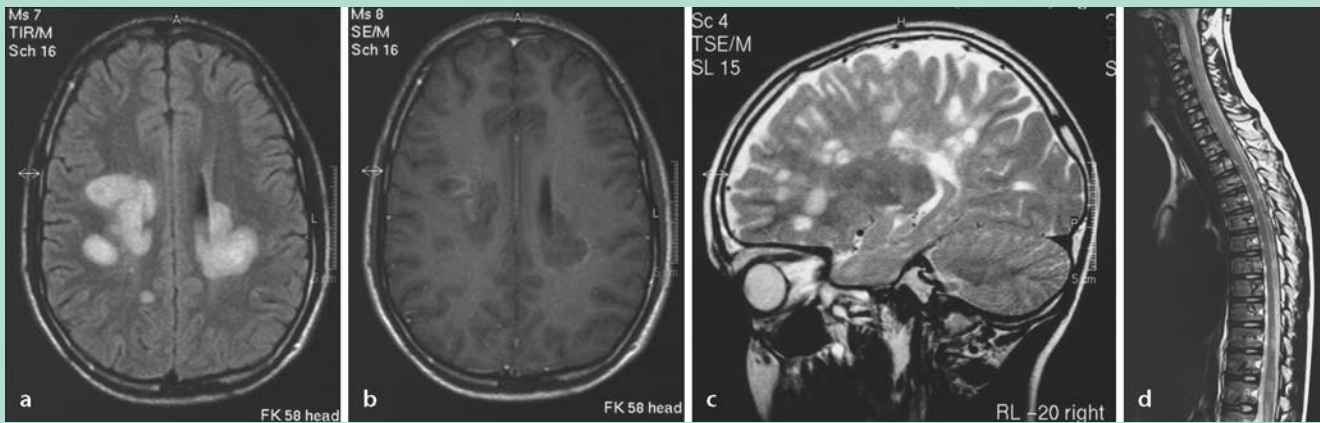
▲ MS-typische Läsionen (Entmarkungsherde) periventrikulär, z. T. konfluierend, im kraniellen MRT (a Flair axial, b T1+Gadolinium axial), balkennahe Läsionen (c, T2 sagittal) sowie Läsionen im Hals- und Brustmark im spinalen MRT (d)
